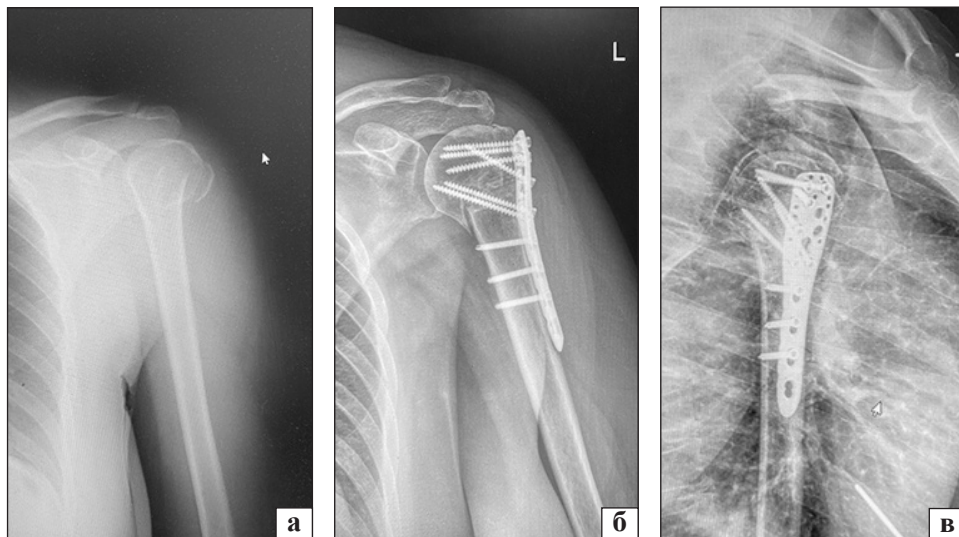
Рентгенограми пацієнтки Г.: а) АО/ОТА 11С21 (травма 24.02.2022); б, в) через 6 міс. після операції
